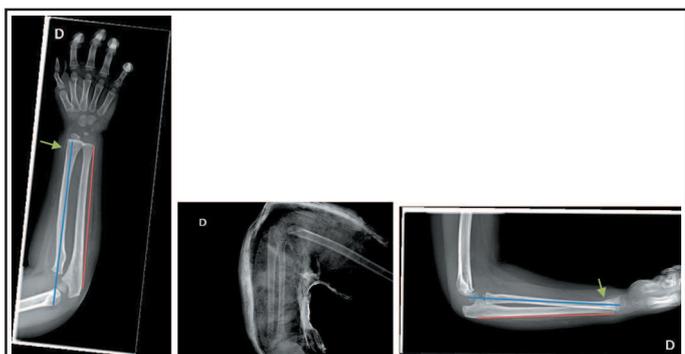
Radiographies pré opératoire, post opératoire et à 6 semaines. La ligne bleue montre la relation entre la tête radiale et le capitulum. La ligne rouge correspond à la ligne de Mubarak. La flèche verte montre la fracture du radius distal.
